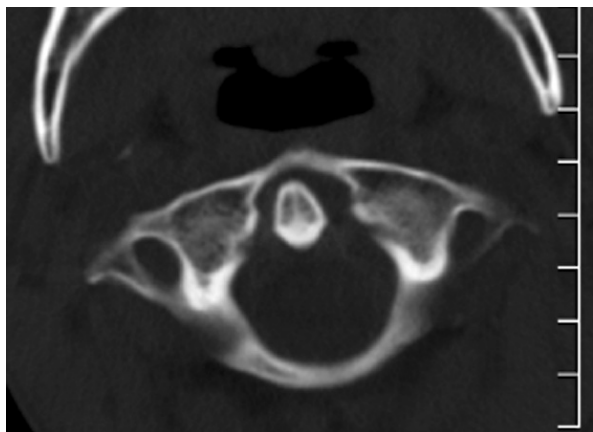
Рентгеновская компьютерная томограмма. Правосторонний подвывих атланта
